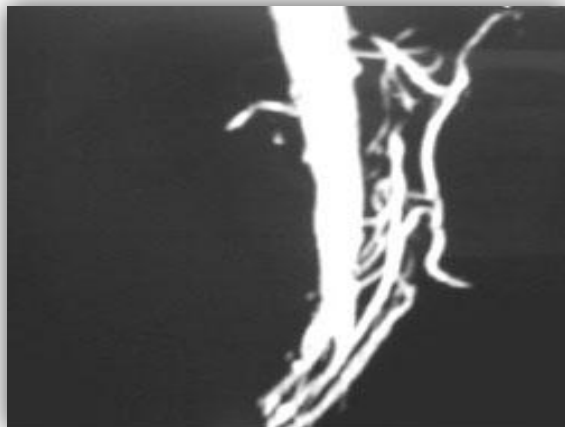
Angio TAC de abdomen que revela oclusión de ambas arterias mesentéricas y estenosis crítica de tronco celíaco.
